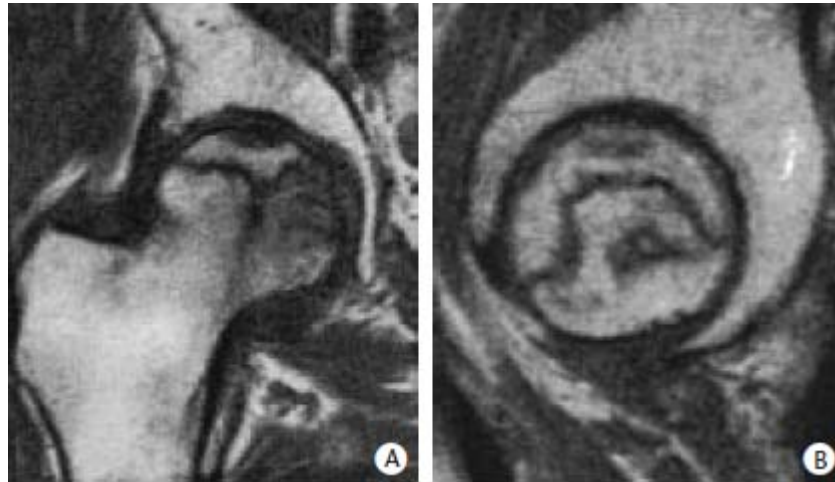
IRM en pondération T1 montrant une nécrose de la tête fémorale.
